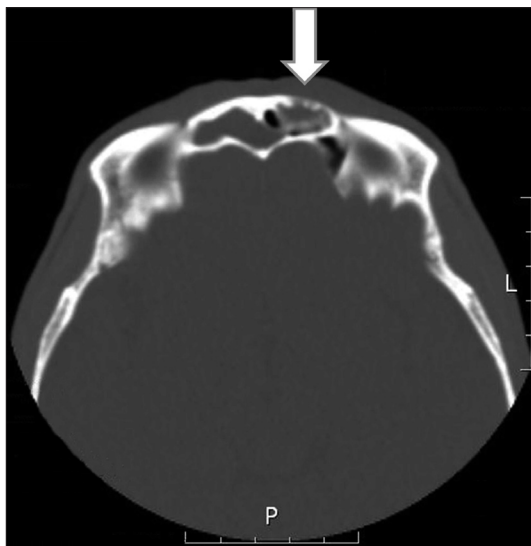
Preoperative PNS CT findings. Axial view shows air fluid level in frontal sinus, left anterior frontal sinus bony wall irregularity and bony cleft (arrow).
